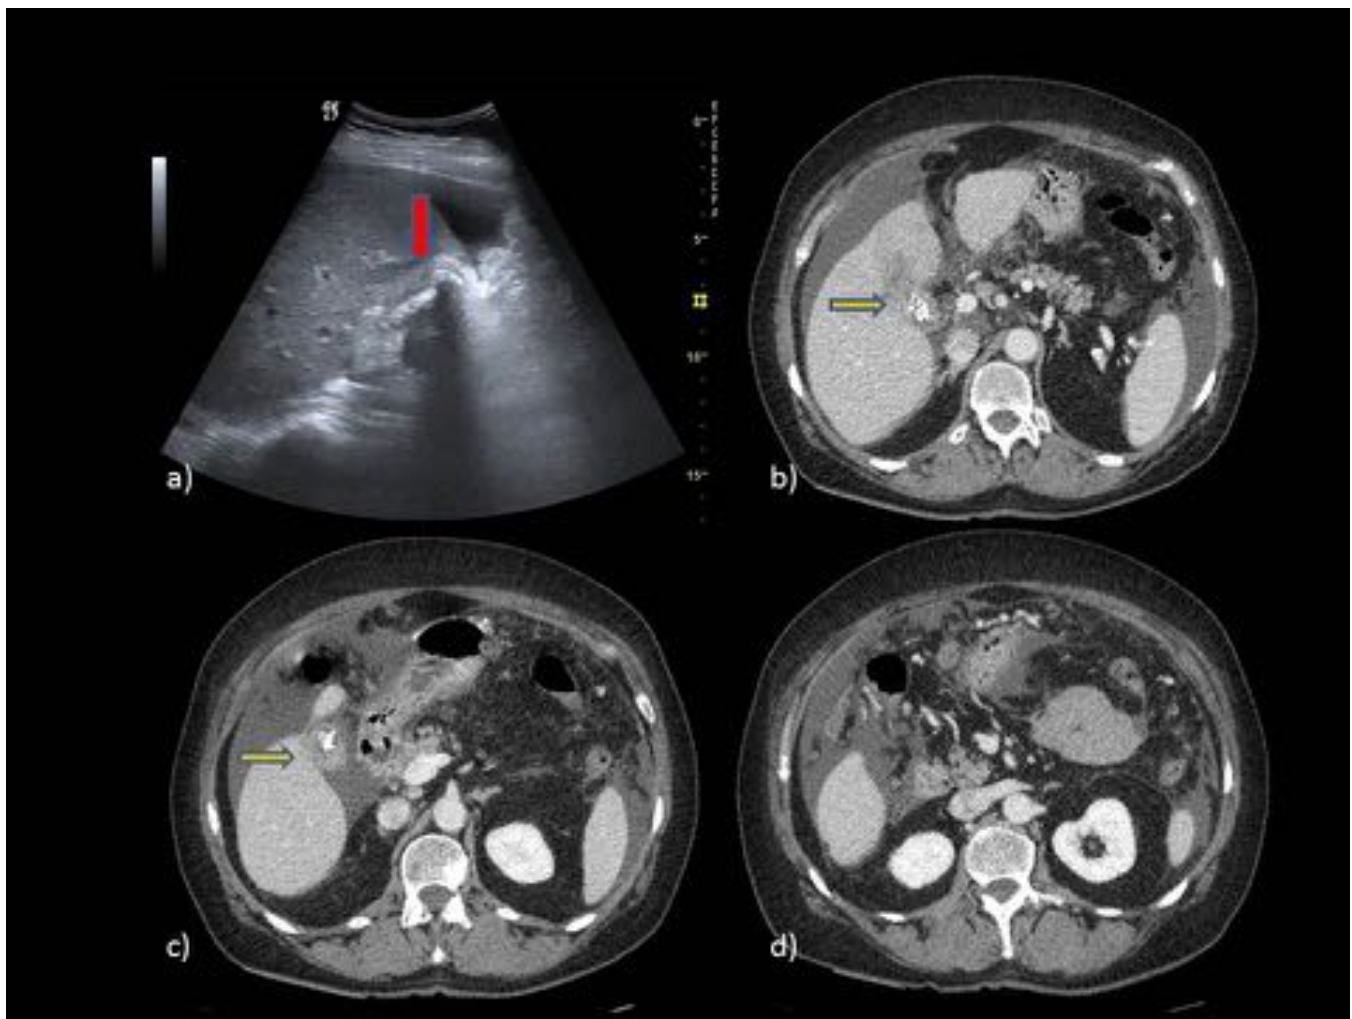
Ecografía (a). Engrosamiento parietal vesicular (flecha roja) con colelitiasis en su interior. TC con CIV (b,c y d). Colelitiasis y engrosamiento irregular de la pared vesicular (flechas amarillas), con infiltración del parenquima hepático adyacente (b) y diseminación peritoneal (d).
